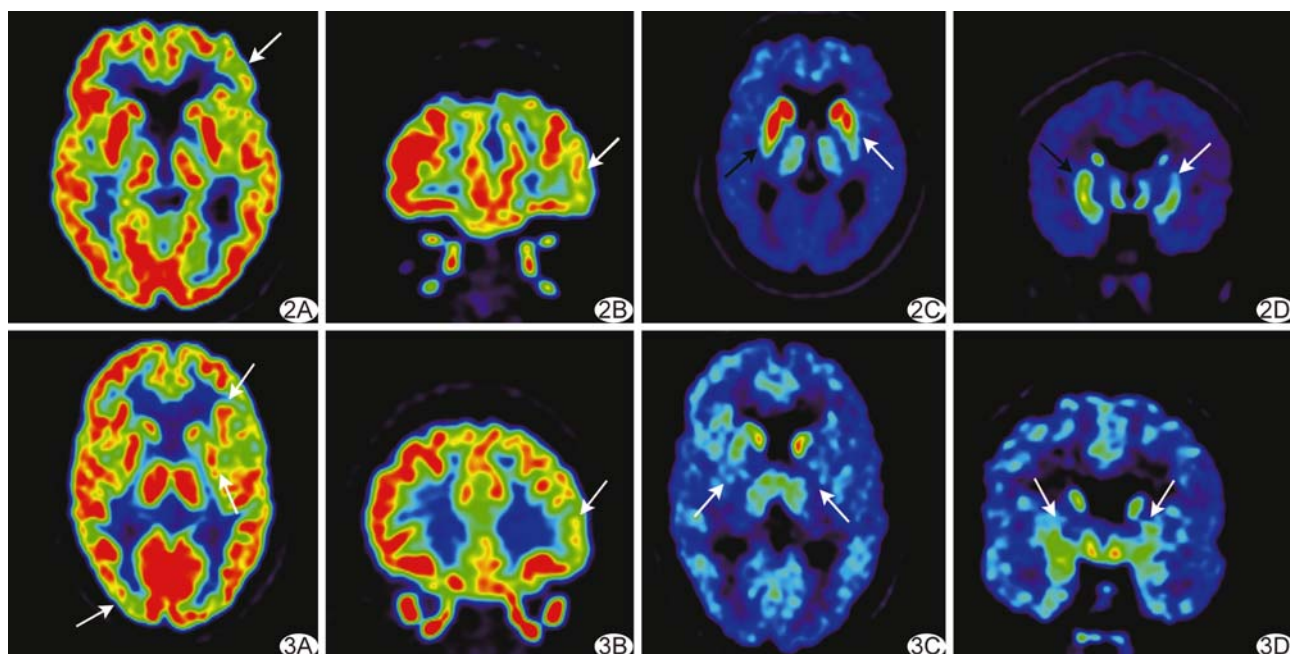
患者男,61 岁,早期 PD A、B. ^{18}F -FDG PET 轴位及冠状位示左侧额叶皮层代谢减低(箭); C、D. ^{18}F -FP-DTBZ PET 轴位及冠状位示双侧壳核放射性分布不对称,左侧壳核(白箭)及右侧壳核后部(黑箭)放射性摄取明显减低,左侧明显
